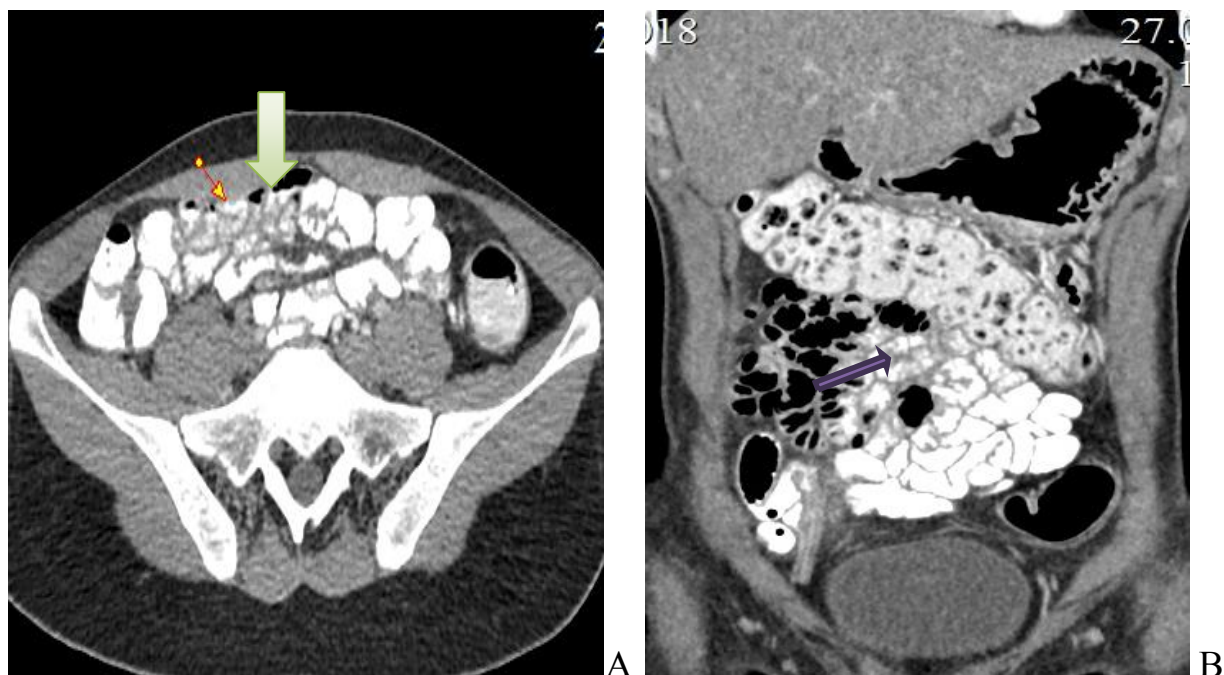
Спиральная компьютерная томография у пациента со спаечной болезнью брюшины при контрастировании предложенной фитокомпозицией.
